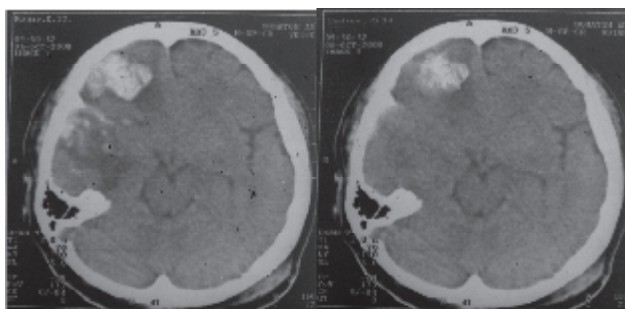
Динамика КТ саногенеза больной Т., 36 лет 1-й группы.
